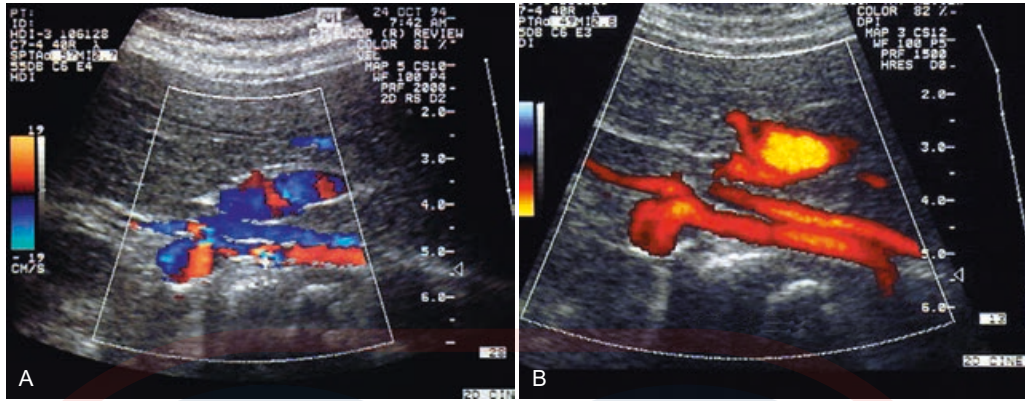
Flujo de color y Doppler de potencia. A) La imagen Doppler de flujo de color usa un mapa de color para visualizar la información basada en la detección de los cambios de frecuencia desde objetivos en movimiento. El ruido en esta forma de visualización aparece a través del espectro completo de frecuencia y limita la sensibilidad. B) El Doppler de potencia usa un mapa de color para mostrar la distribución de la potencia o amplitud de la señal Doppler. La dirección del flujo y la información de velocidad no se proveen, pero se reduce el ruido, lo que permite ajustes de ganancia más altos y mejora en la sensibilidad para la detección del flujo.
